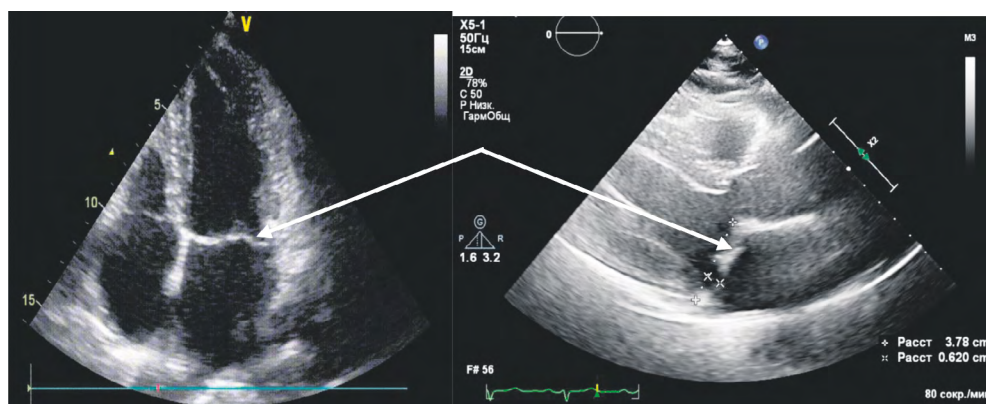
Эхокардиограмма от 11.10.2023. Стрелками показано пролабирование створок митрального клапана
